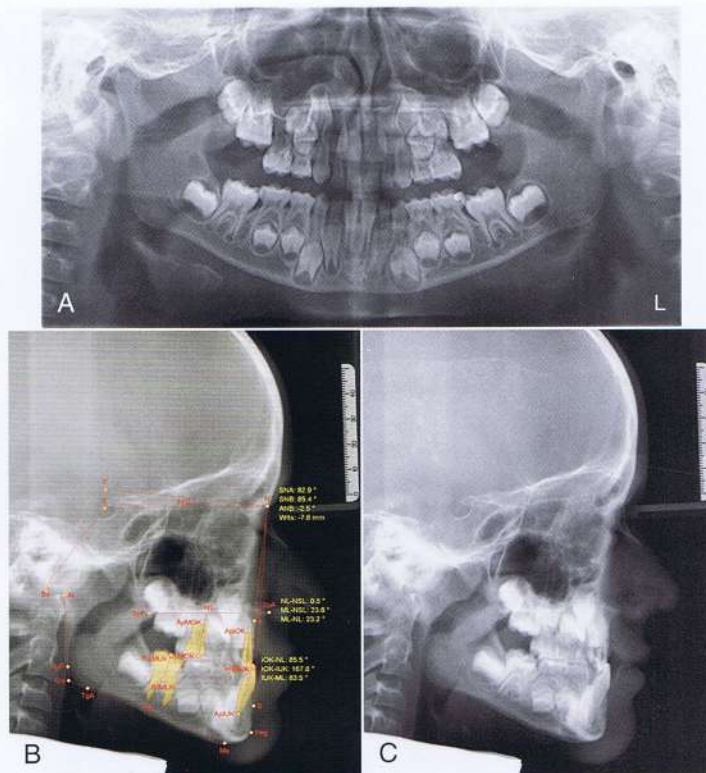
A, radiografías panorámica y (B y C) cefalométrica del paciente que muestran una maloclusión Clase III. La valoración Wits es de -7.6-mm.
